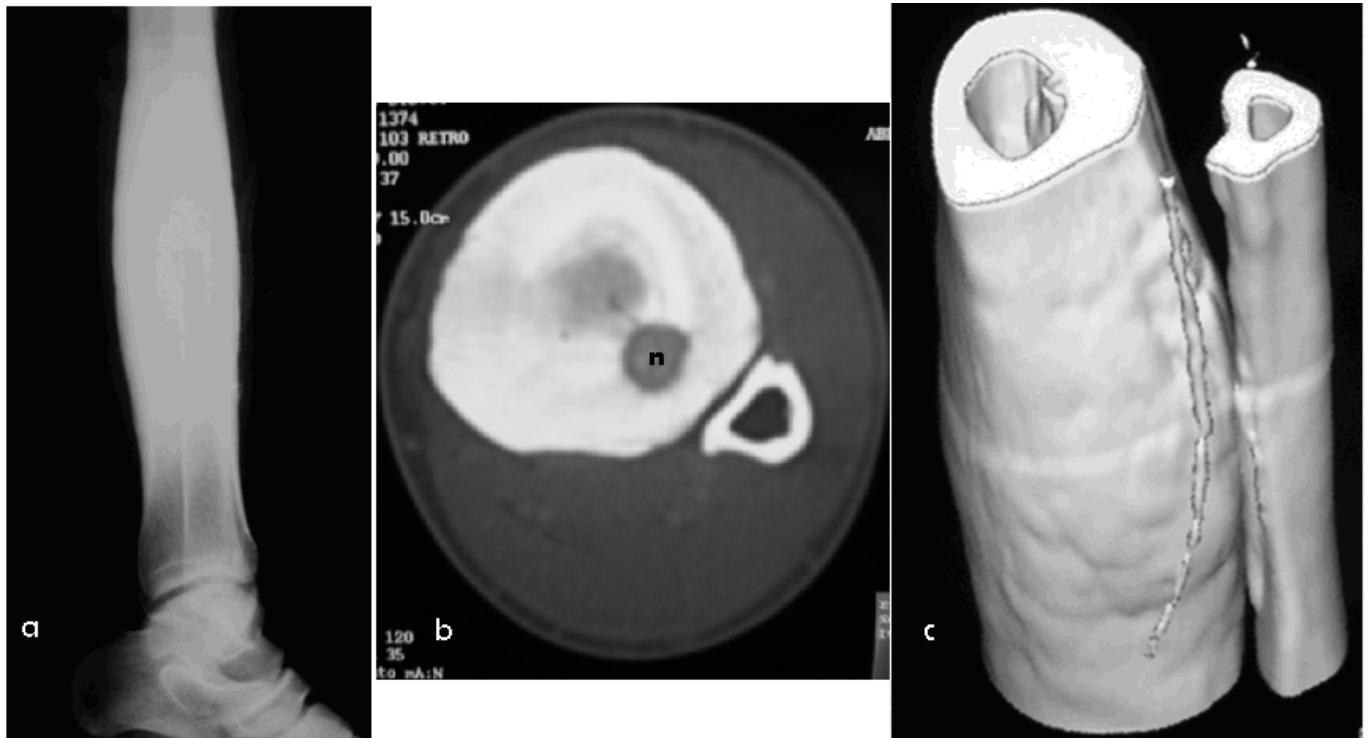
(a) radiographie de la jambe en incidence de profil montrant une ostéocondensation fusiforme de la diaphyse tibiale sans lacune évidente en son sein. (b) coupe axiale scanographique en fenêtrage osseux montrant une lacune centimétrique (n=nidus) corticale entourée d'une importante ostéosclérose réactionnelle circonférentielle de la corticale. -c- la reformation VR illustre l'aspect fusiforme de l'ostéosclérose réactionnelle
